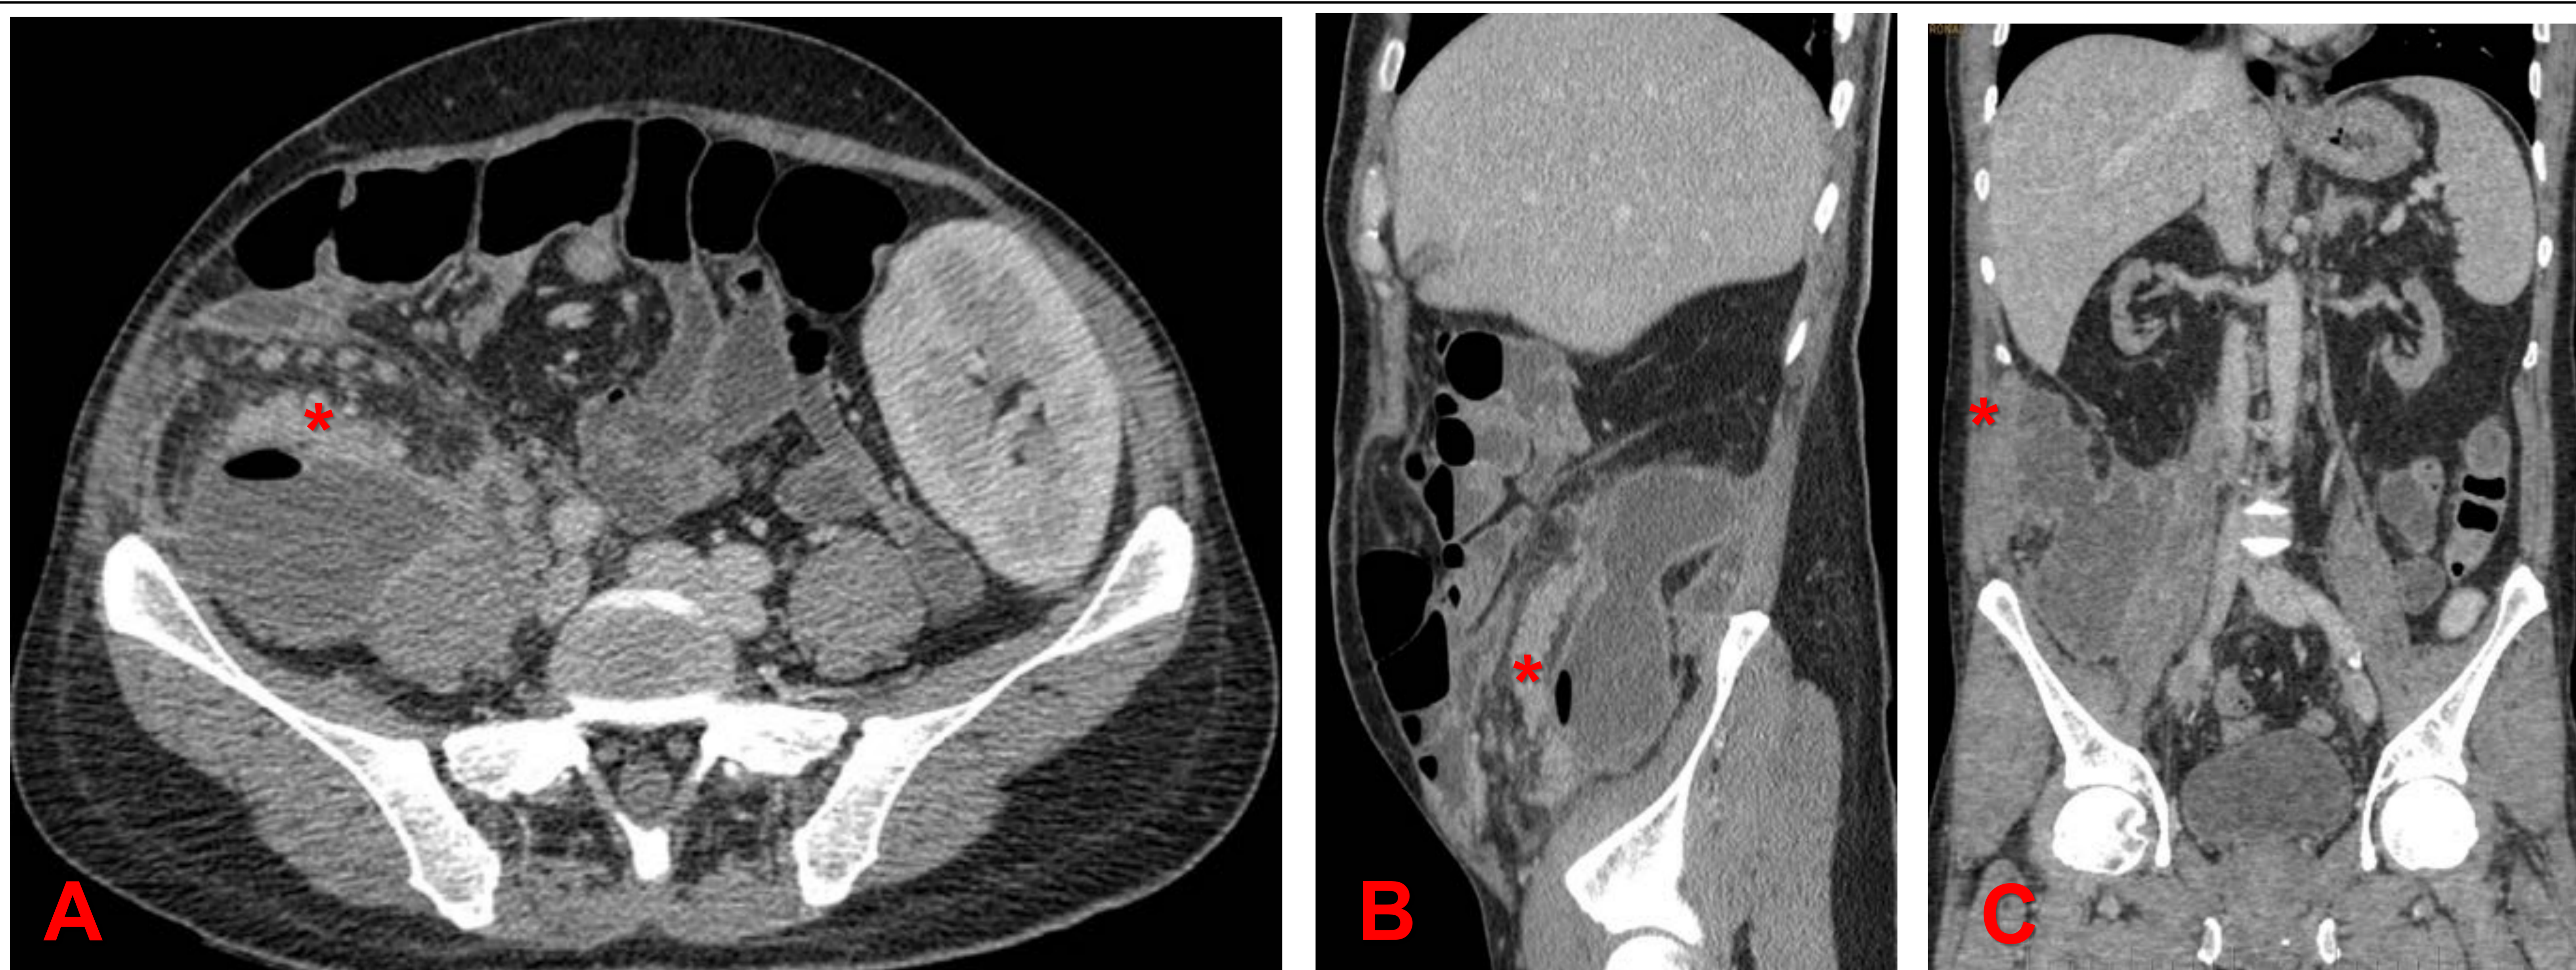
Imágenes A, B y C: TC con contraste EV, con reconstrucciones axial, sagital y coronal respectivamente. Paciente en postoperatorio tardío donde se aprecian signos TC de pancreatitis del injerto en FID con colección peripancreática hidroaérea.
